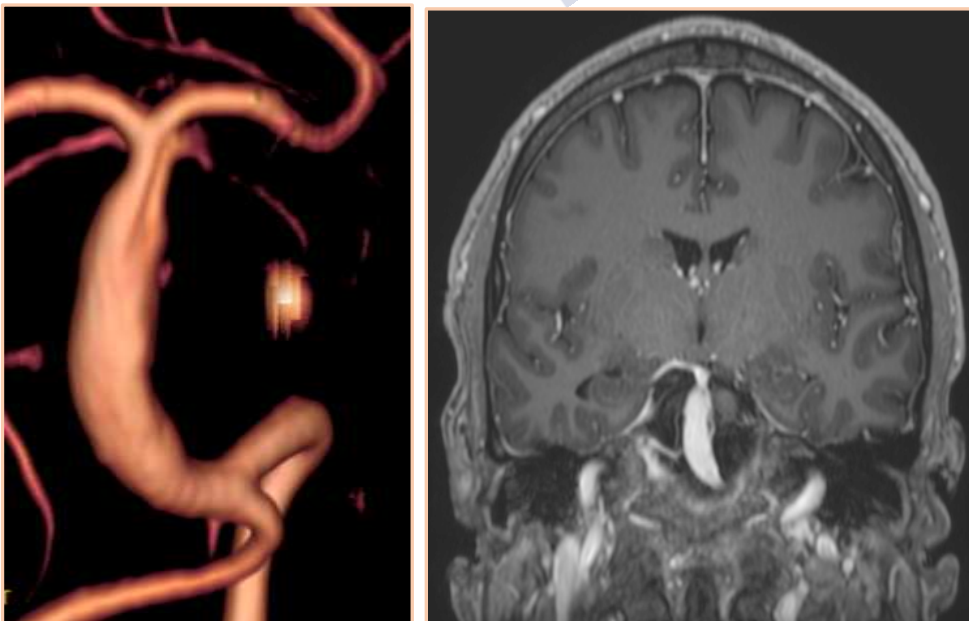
Estudio de RM de diagnóstico
